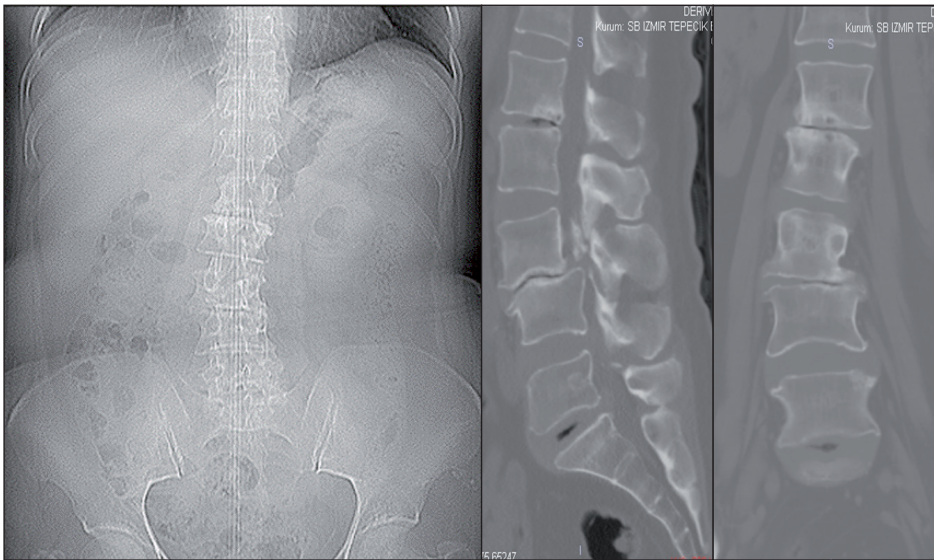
71 yaşında kadın hasta; bel ve solda ağırlıklı her iki bacakta ağrı, yol yürüyememe, şekil bozukluğu, idrar ve gaita retansiyonu ile başvurdu. Hipertansiyonu olan ve nörolojik muayenesinde bilateral uyluk fleksiyonu: 3/5, bilateral diz ekstansiyonu: 4/5, sol ayak dorsifleksiyonu: 4/5, bilateral global hipoestezi ve bilateral patella ile aşıl refleksleri kaybı saptanan hastanın 10 metrede nörojenik kladikasyonu vardı. Kemik dansitometrisinde lomber osteopeni (T skoru: -1 ile 2.5 arasında) bulunan hastanın direkt grafileri, lomber 3D BT, T1W ve T2W sagittal MRG ile lomber myelografisinde şiddetli lomber dar kanal ve dejeneratif skolyoz saptandı. Hastaya L1-L5 arası total laminektomi, medial fasetektomi, L2-S1 arası köklere bilateral foraminotomi + sağ L1-2, L2-3 diskektomi + bilateral L3-4, L4-5, L5-S1 diskektomi + L3-4, L4-5, L5-S1 mesafelerine TLIF kafes + Th12-S1 PSE + sağ distraksiyon-sol kompresyon ile korreksiyon düzeltme ve laminektomi kemikleri posterolateral artrodez uygulandı.
